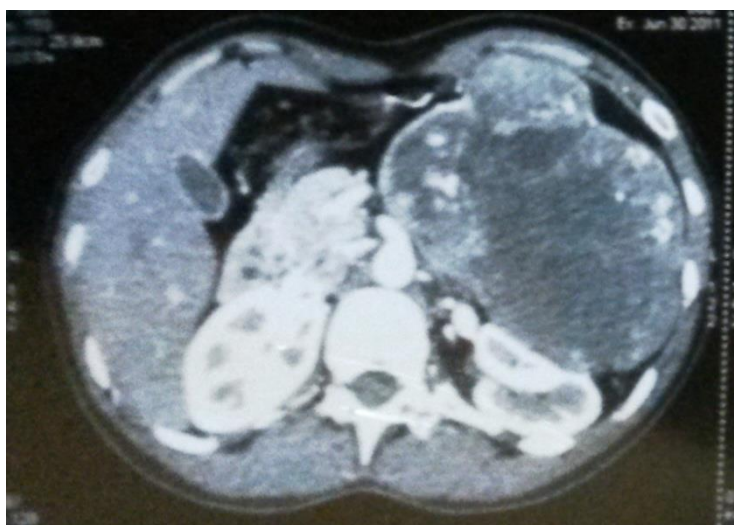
CT scan of the abdomen showing a voluminous necrotic mass in the tail and the body of the pancreas measuring 127mm x 87mm
